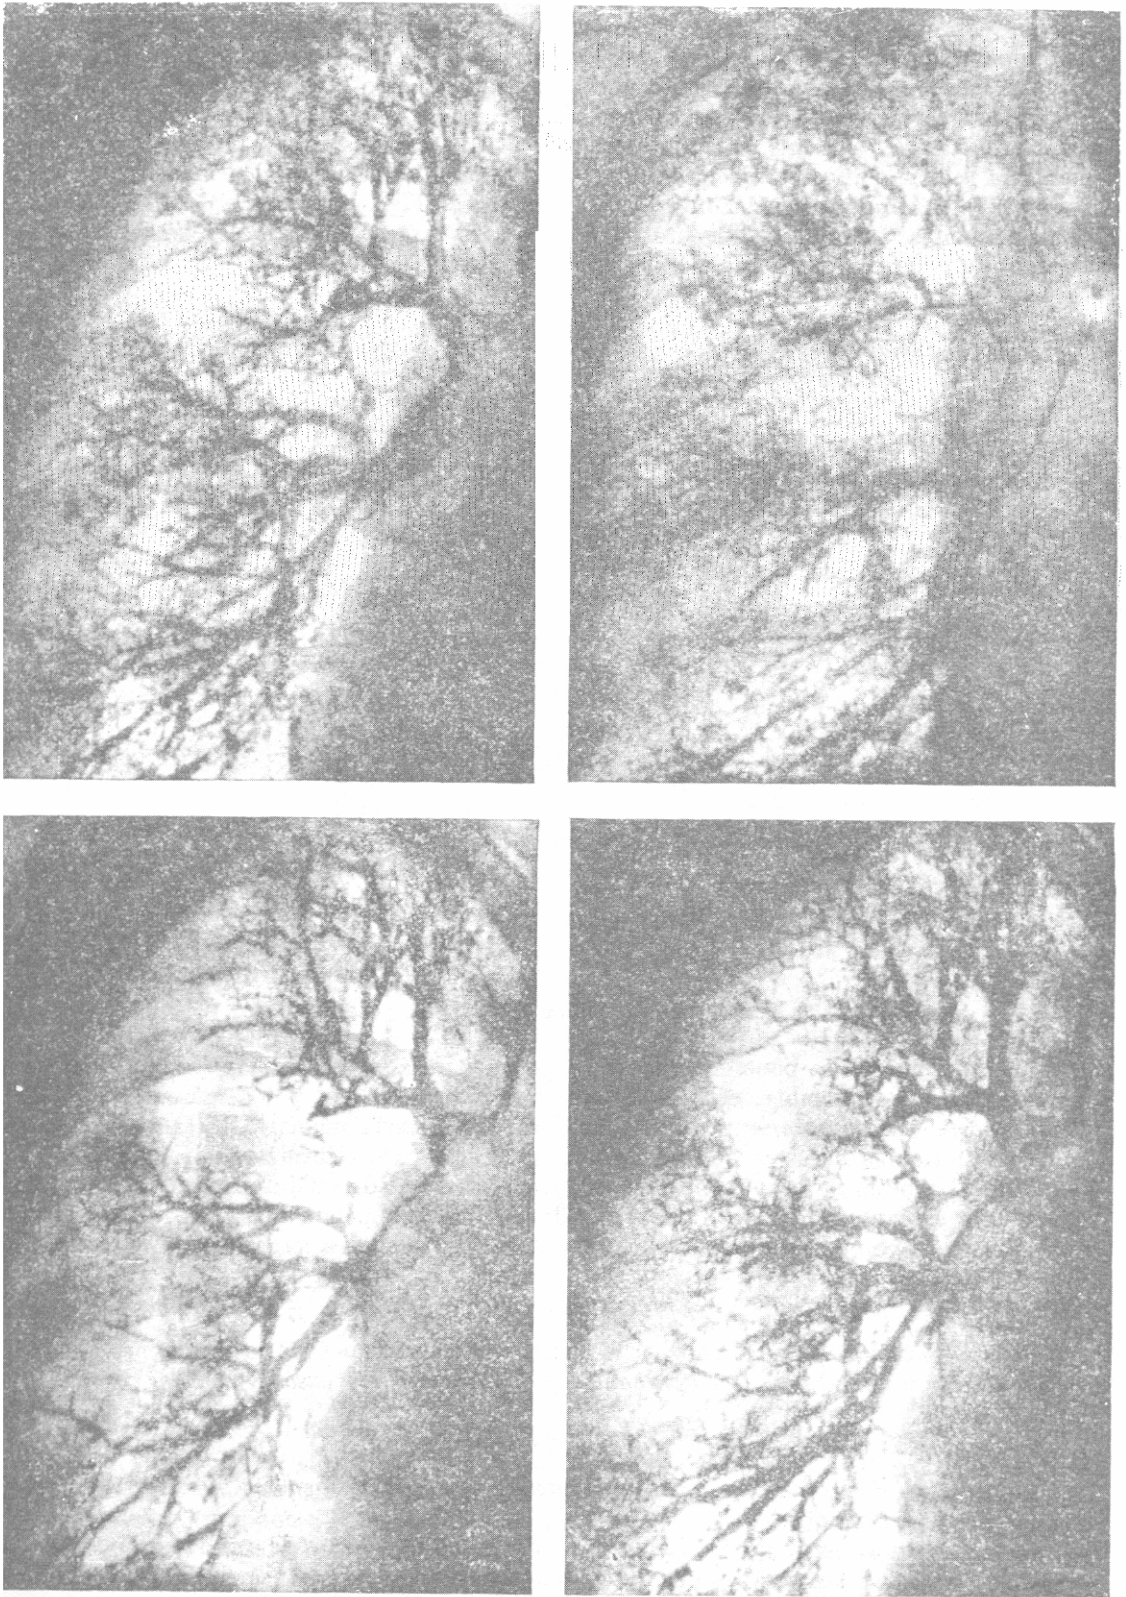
BRONCOGRAFIAS NORMALES. (Cortesía del Dr. S. Di Rienzo y de "Radiografía y Fotografía Clínicas".)
